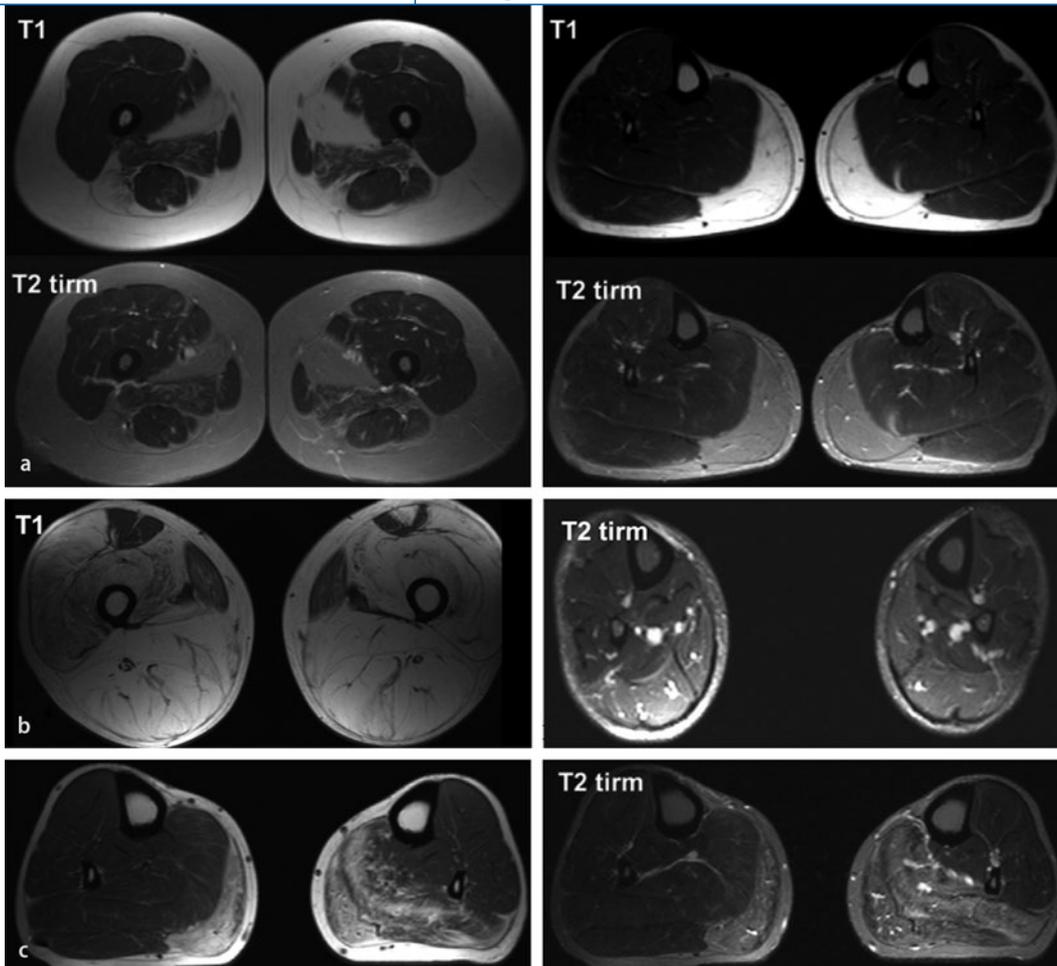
◀ a MRT der Ober- und Unterschenkel von Patientin 3b. b MRT des Oberschenkels von Patient 3a. c MRT des Unterschenkels von Patient 4
